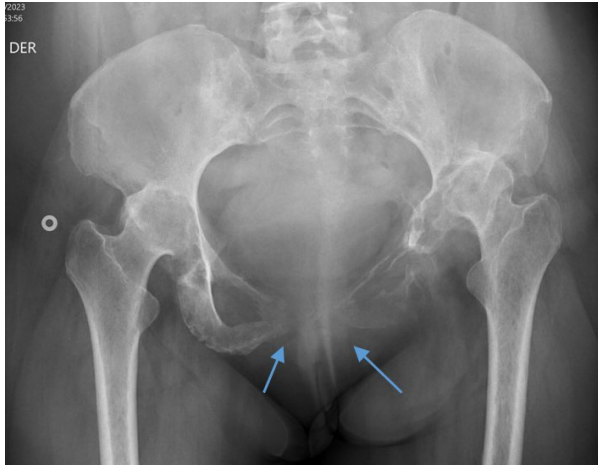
Radiografía AP simple de pelvis, que evidencia lesión osteolítica de rama iliopubiana derecha, ramas ilio e isquiopúbicas izquierda y en región de sínfisis de pubis. (flechas azules).
